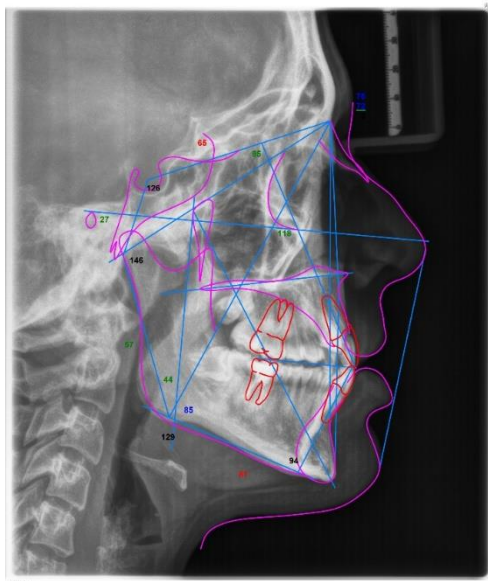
Evidenza della III classe scheletrica mediante esame teleradiografia cefalometrica.
